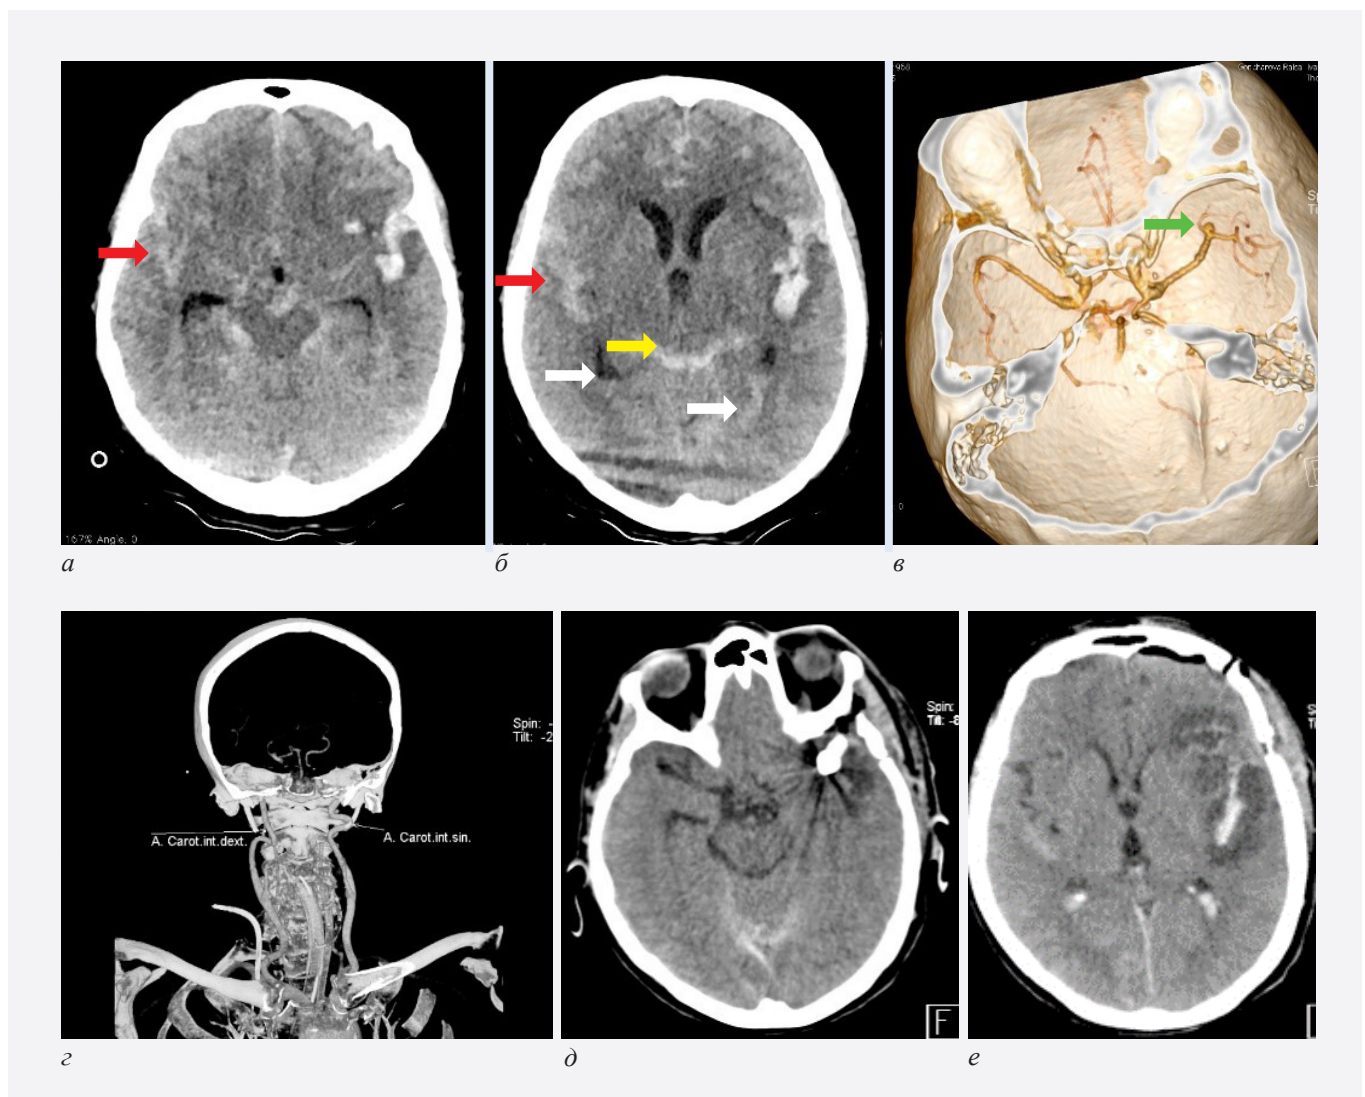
Пациентка, 59 лет, нВЧК. а, б – бесконтрастная КТ, определяется кровь в боковых желудочках мозга (белые стрелки), в цистернах (желтая стрелка), в бороздах обоих полушарий (красные стрелки). в, г – с помощью КТАГ БЦА выявлена аневризма левой средней мозговой артерии (зеленая стрелка), сосудистые петли ВСА (белые стрелки). д, е – бесконтрастная КТ, состояние после клипирования аневризмы левой средней мозговой артерии
